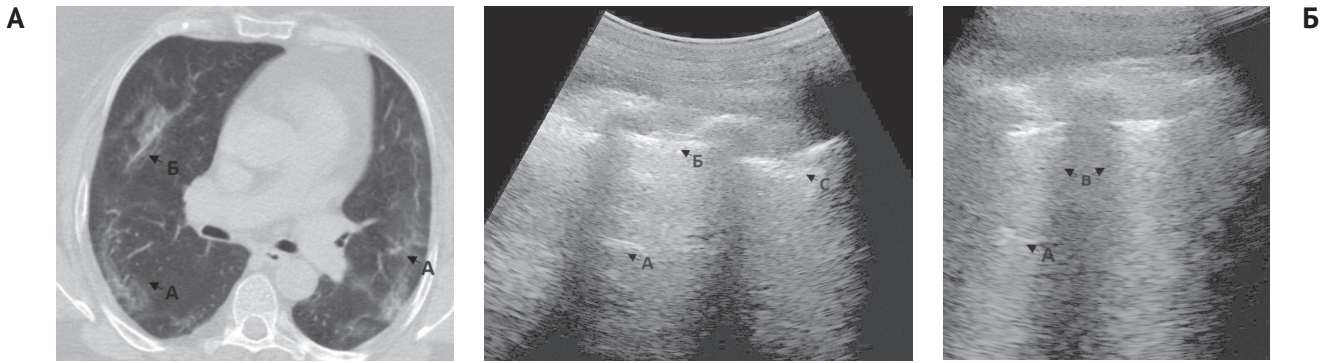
Приклад відповідності КТ- й УЗ-патернів у пацієнта в ранньому постгострому періоді (на 40-й день від появи перших симптомів COVID-19) після перенесеної негоспітальної COVID-19-асоційованої пневмонії з тяжким перебігом хвороби: А – КТ-патерн «матового скла», що візуалізується дифузно білатерально; ділянки ретикулярності; Б – УЗ-патерн «помірних інтерстиційних змін», потовщена та нерівномірна лінія плеври, консолідація до 1 см; поодинокі А-лінії; поодинокі В-лінії
